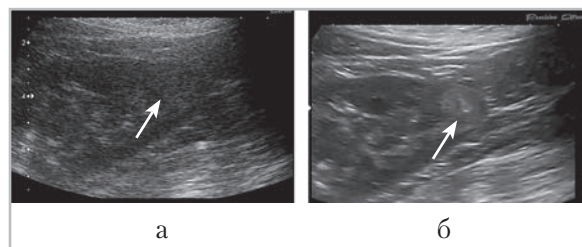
Опухоль нижнего полюса почки: *а* — УЗИ в обычном режиме. Образование практически не дифференцируется на фоне паренхимы почки (*стрелка*); *б* — УЗИ с использованием программ борьбы с шумами и спекл-артефактом. Визуализируется круглое образование повышенной эхогенности (*стрелка*)
